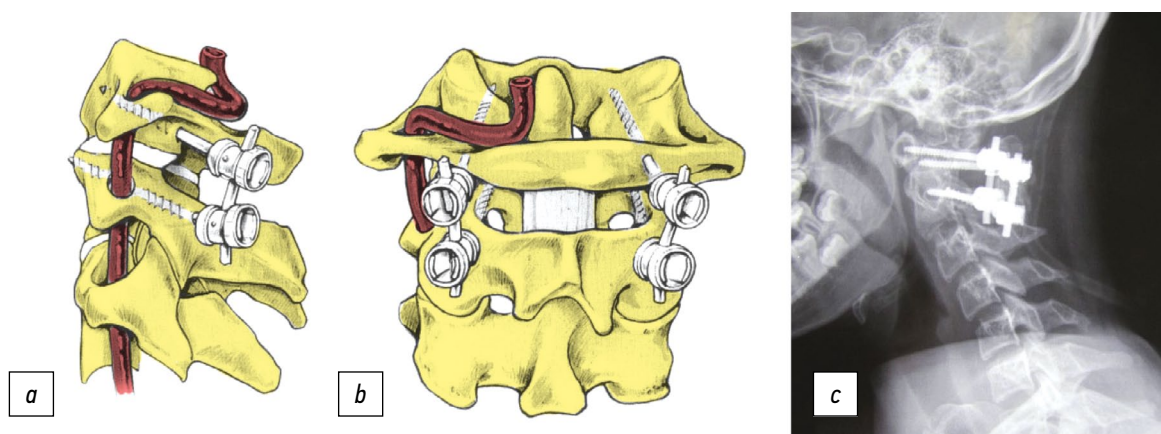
Методика фиксации C_1 - C_2 по Harms и Melcher. *a* — вид сбоку, *b* — вид сзади, *c* — рентгенограмма в боковой проекции.
